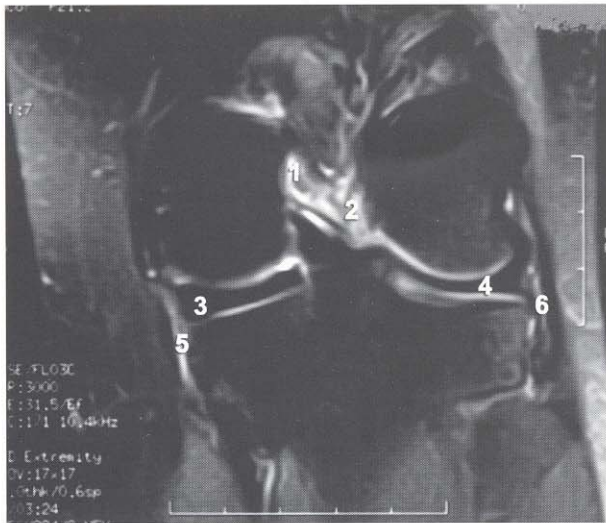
RMN. Corte coronal: 1-Ligamento cruzado anterior. 2-Ligamento cruzado posterior. 3-Menisco interno. 4-Menisco externo. 5-Ligamento colateral tibial. 6-Ligamento colateral peroneo.
